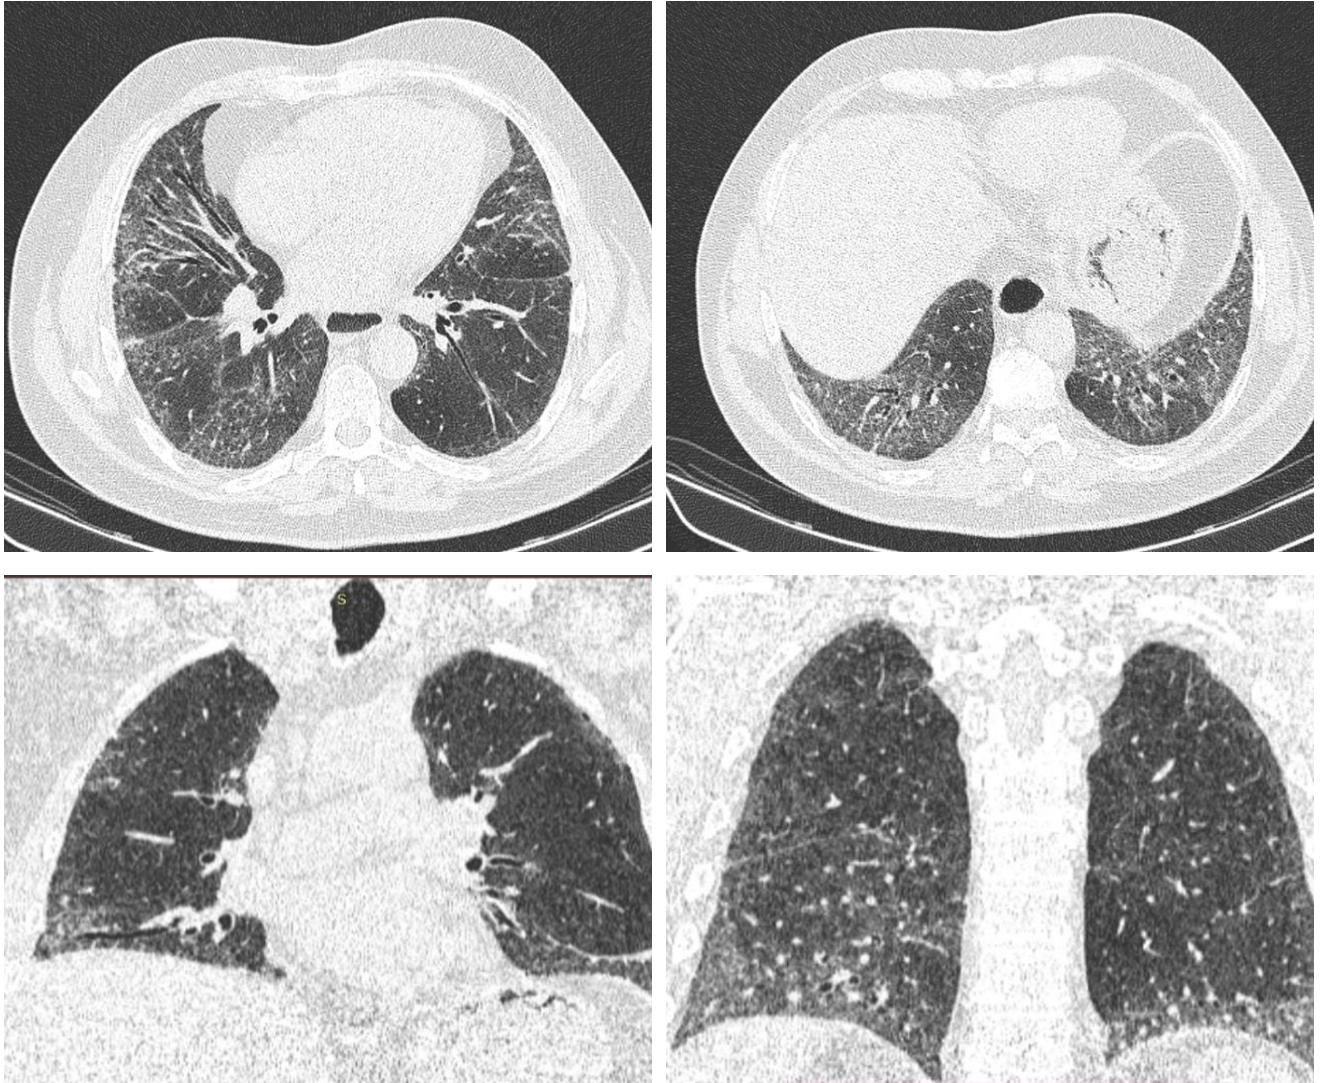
Компьютерная томография легких пациента Н. от 19.11.2019 года
